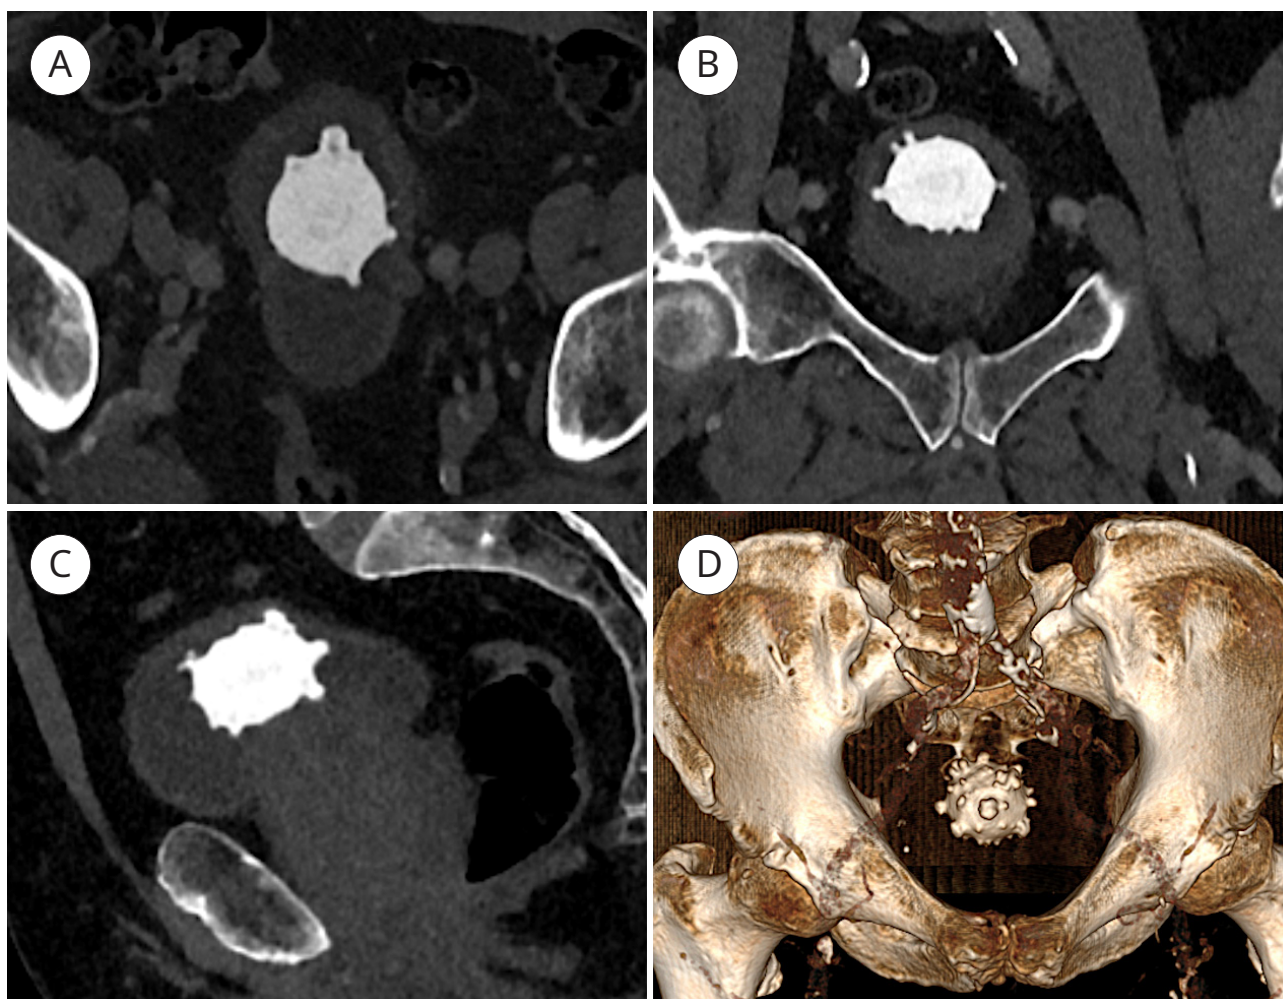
СКТ-сканы малого таза: крупный конкремент в полости мочевого пузыря [венозная фаза контрастирования, мягкотканное окно визуализации]: А — аксиальная проекция; В — коронарная проекция; С — сагиттальная проекция; D — 3D-реконструкция
